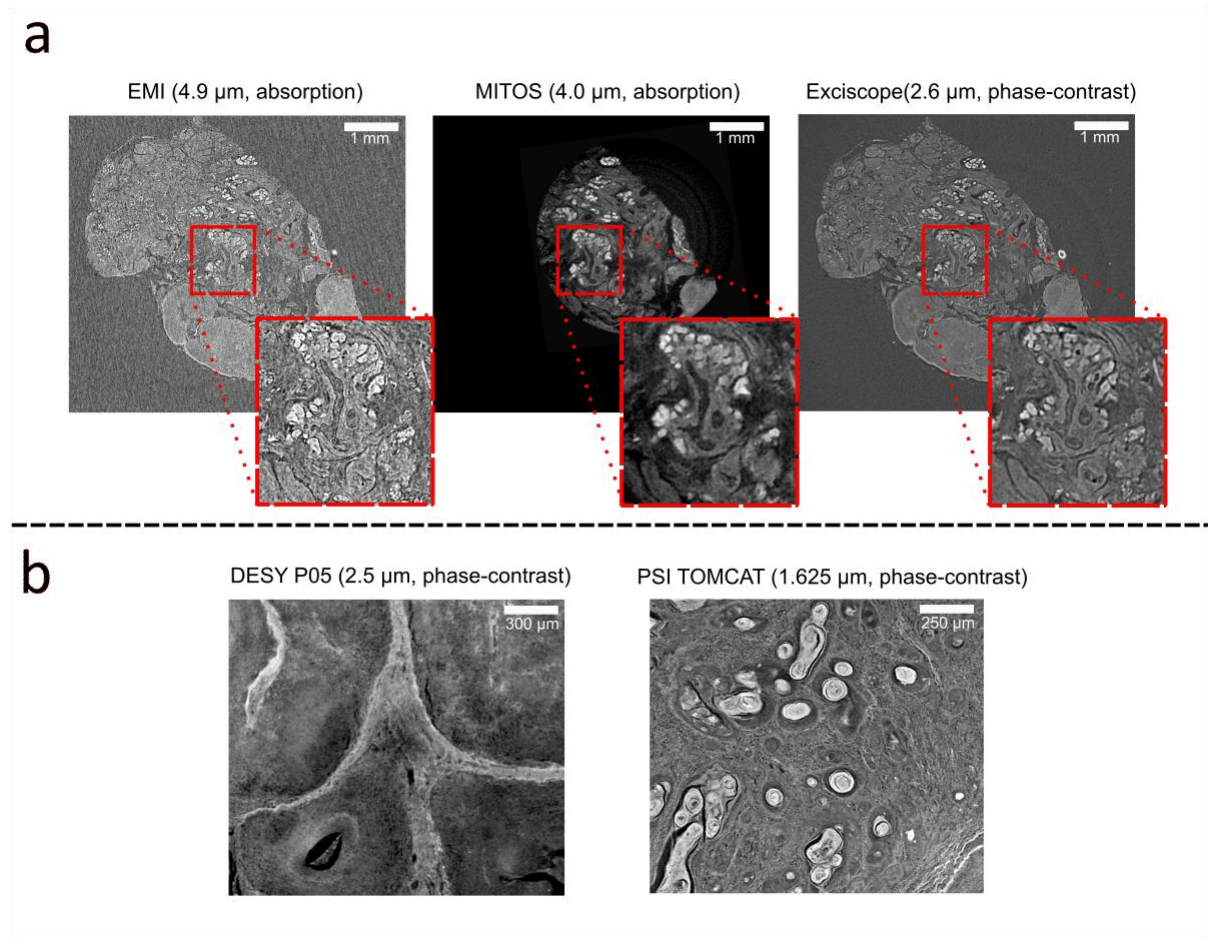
Darstellung der verschiedenen μCT -Messungen innerhalb des Projektes. a, von links nach rechts: Absorption- μCT Aufnahmen des Fraunhofer EMI mit einer Auflösung von 4,9 μm . Absorptions- μCT -Aufnahmen der Firma MITOS mit einer Auflösung von 4,0 μm . Phasenkontrast- μCT -Aufnahmen der Firma Exciscopie mit einer Auflösung von 2,6 μm . b, von links nach rechts: Synchrotron-Aufnahme im Phasenkontrast des DESY P05 mit einer Auflösung von 2,5 μm . Synchrotron-Aufnahme im Phasenkontrast des PSI TOMCAT mit einer Auflösung von 1,625 μm .
